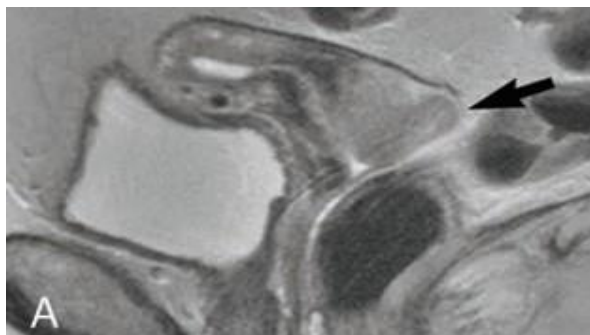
Karsinoma serviks infiltrasi. Gambar MR Sagital T2-weighted menunjukkan massa serviks yang besar menginfiltrasi miometrium dan endometrium yang lebih rendah. (Viviane N, et al, 2009)
